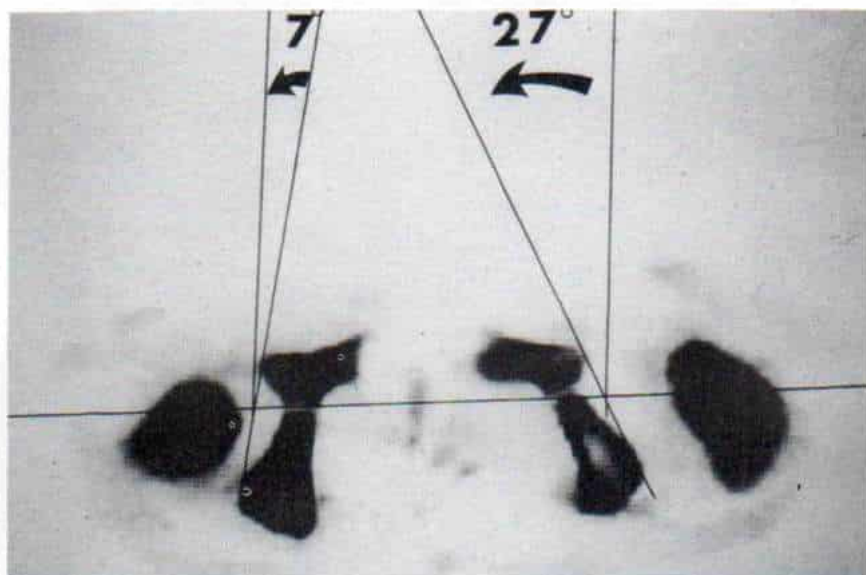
Cálculo de la torsión acetabular por medio de tomografía computadorizada.
